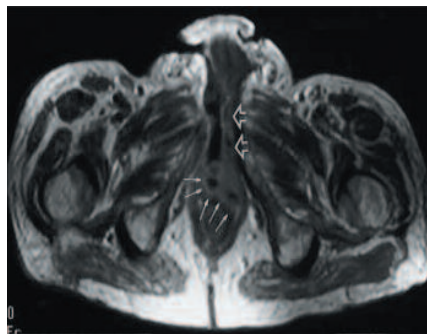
МРТ с гадолинием (T1ВИ SE) при ГФ. Абсцесс промежности (маленькие стрелки), переходящий на луковицу полового члена (открытые стрелки) (фотография из работы Kikuth R. и соавт. (2001) [51])
